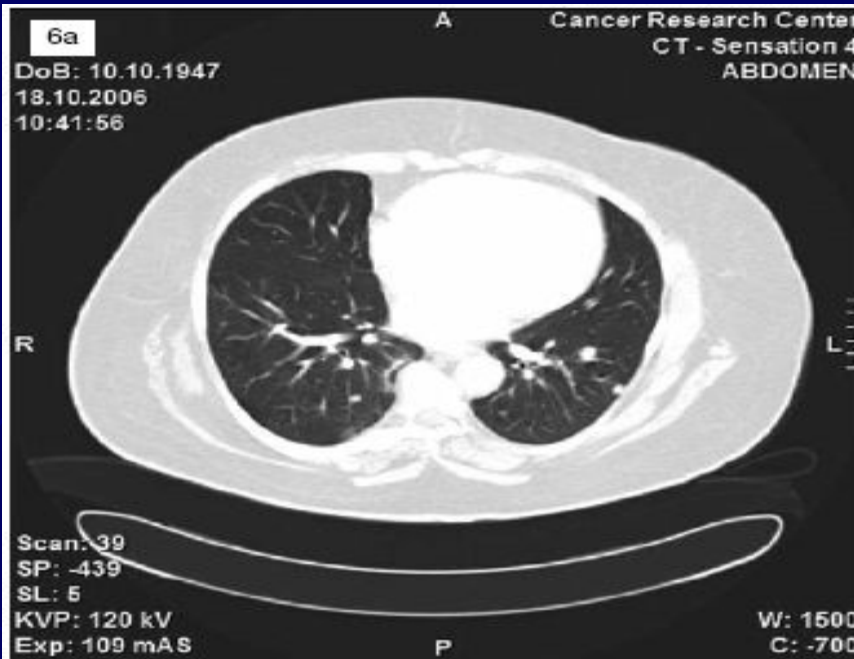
КТ органов грудной клетки на скрининге. 6а – множественные очаги; 6б – наиболее крупный очаг в S10 1,1 см
